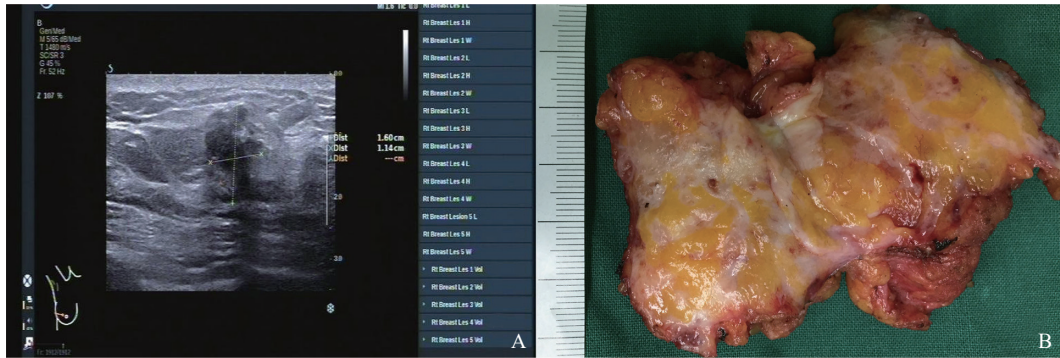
因病变沿导管弥散漏诊患者的超声图像和标本照片
